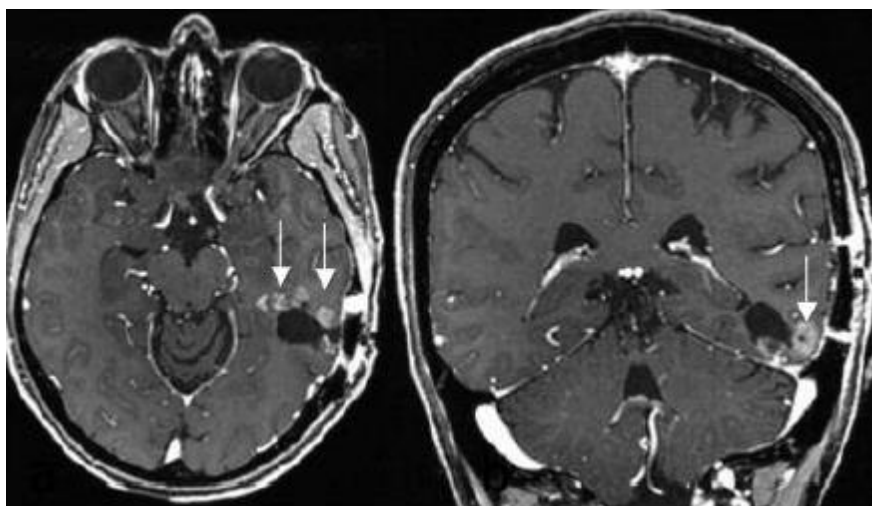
Lesiones nodulares en relación con recurrencia en imágenes T1 de RM. Fuente: Impressive Long-term Response with Pertuzumab and Trastuzumab in HER2-positive Breast Cancer with Brain Metastasis. Russillo M1, Ferretti G1, Vidiri A2, Gasparro S1, Cognetti F1, Pellegrini D1, Fabi A3. In Vivo. 2018 Jul-Aug;32(4):839-842
